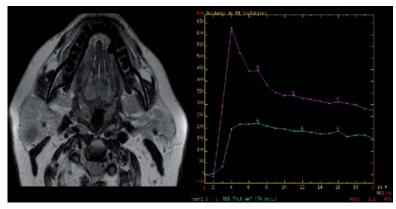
Imagen de RM perfusión de tumor de glándula parótida derecha con curva de patrón típica de tumor de Whartin o linfoma.
